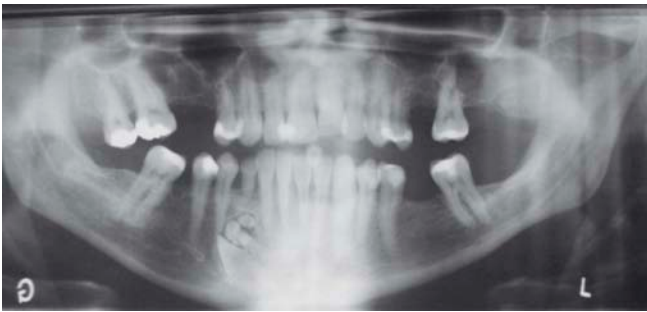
Ortopantomografía inicial de diagnóstico.
